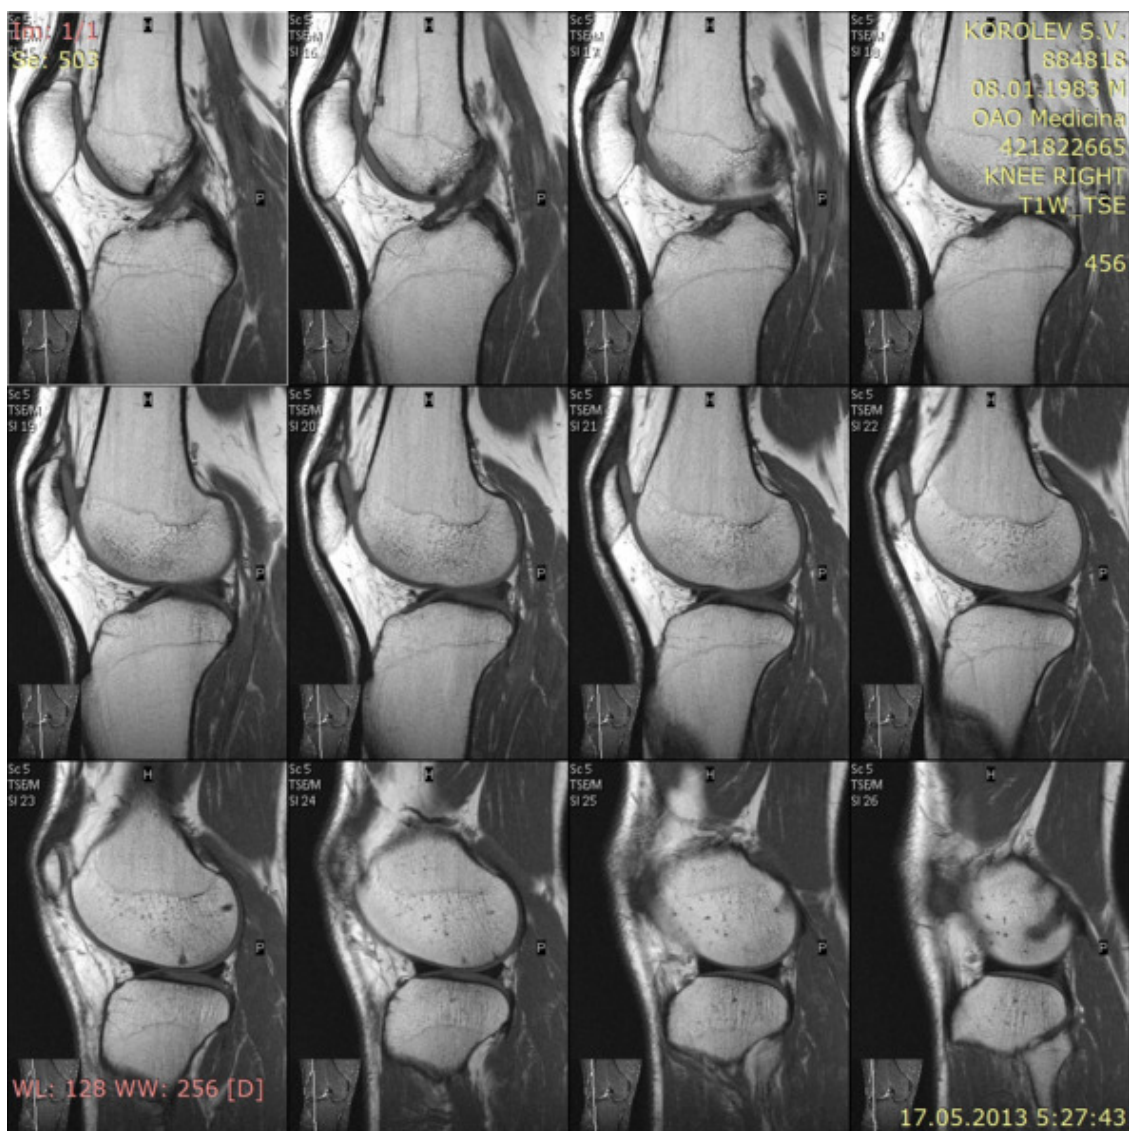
МРТ коленного сустава без признаков артрита и артроза пациентки, страдающей сильными болями в колене.
